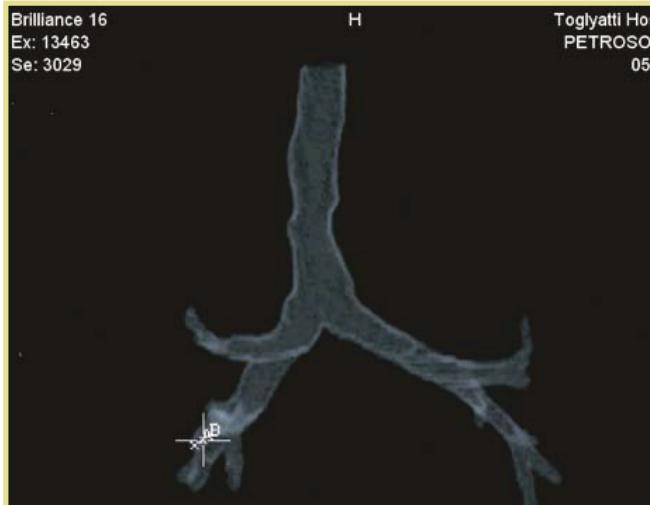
МСКТ у ребенка без ИТ в режиме 3D-реформации; трахеобронхиальное дерево просматривается до сегментарных бронхов
